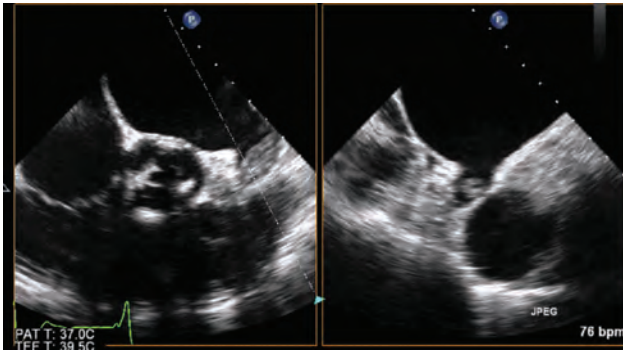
Transesophageal echocardiography was performed and revealed a thrombus in the left atrial appendix.
